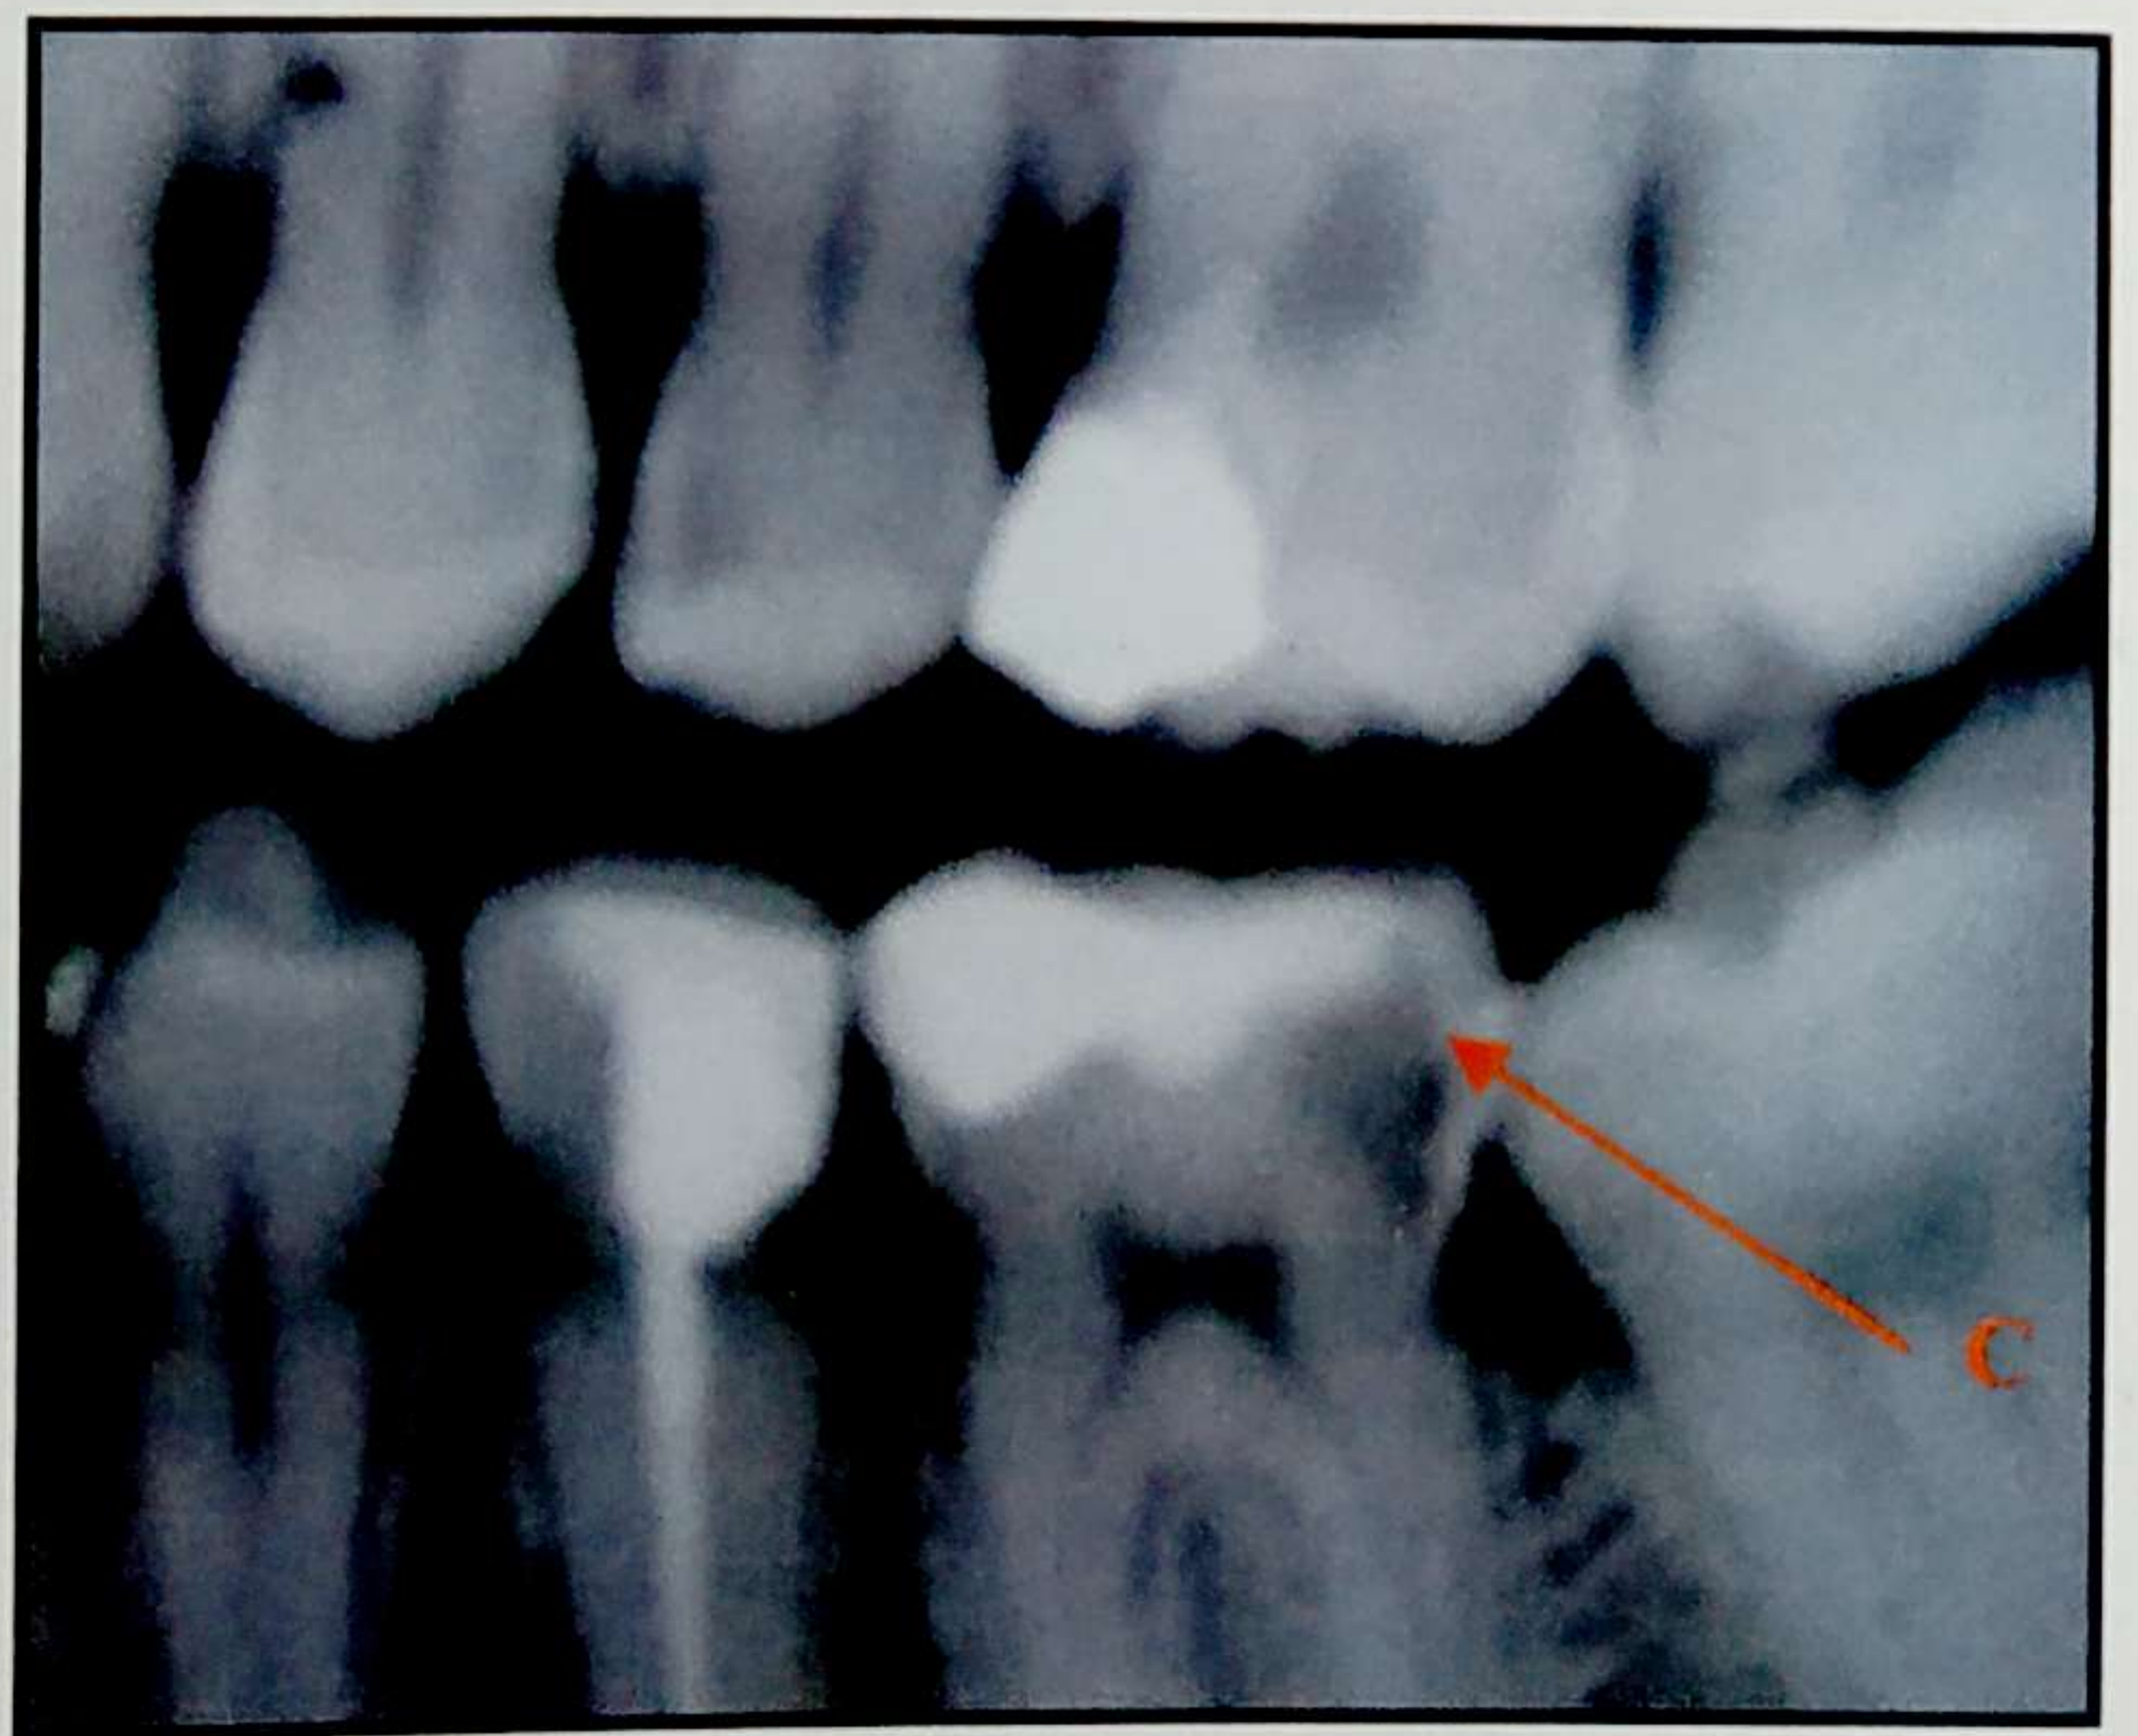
Caria aproximală- imagine radiografică (C- caria)
